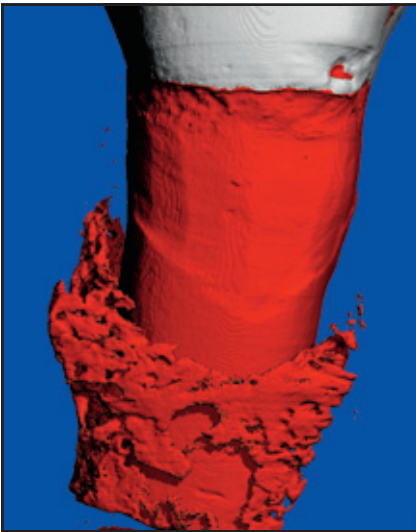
Mikro-CT des linken ersten Prämolaren ohne Hinweise auf eine Knochenneubildung 4 Monate nach der Behandlung mit der Kollagenmatrix.
